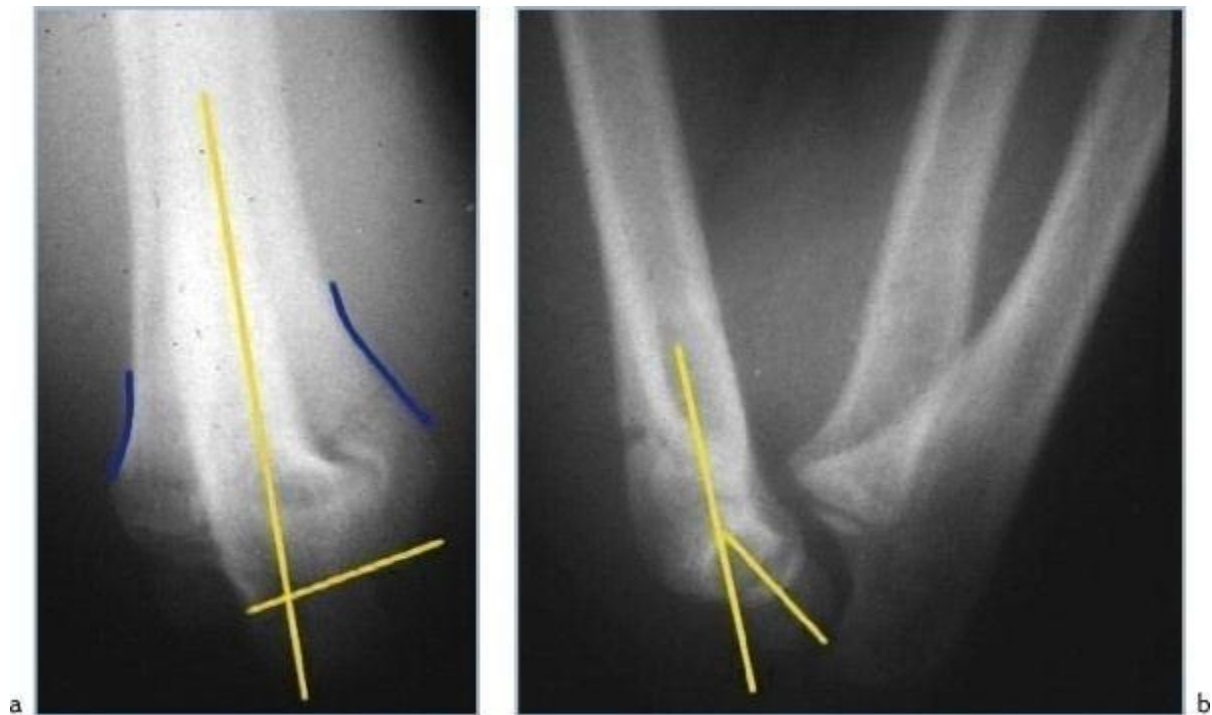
radiographie de contrôle scopique après réduction= critères de stabilité
